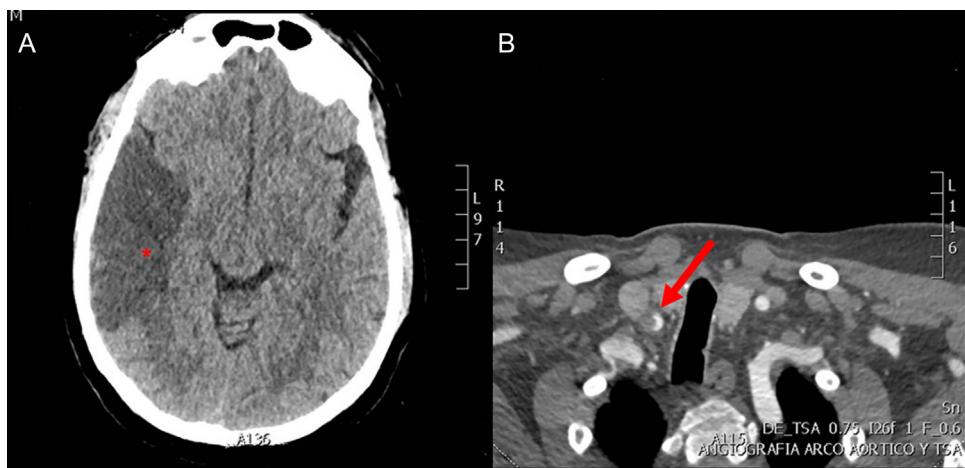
A) Tomografía computarizada (TC) axial donde se observa imagen hipodensa a nivel temporal derecho (*), compatible con ictus hemisférico derecho de tipo isquémico. B) TC axial donde se observa trombo intramural en carótida común derecha por disección de la carótida común (→).
